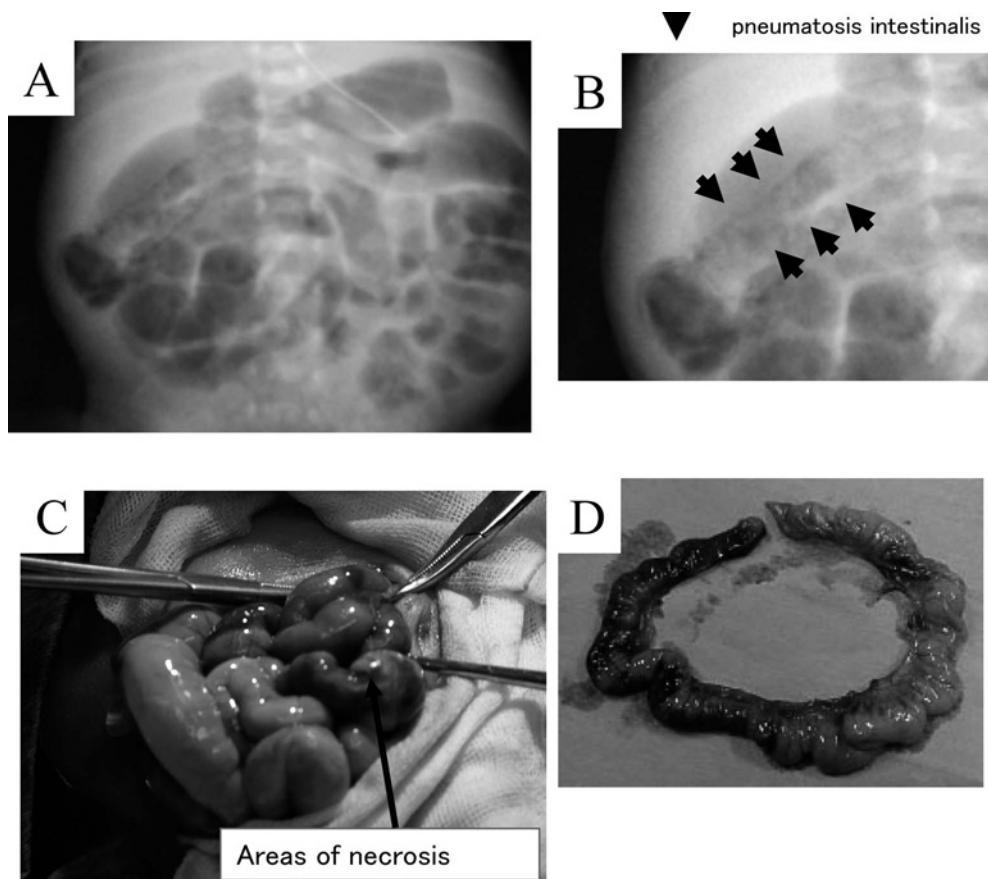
Abdominal X-rays findings and abdominal operation views.
